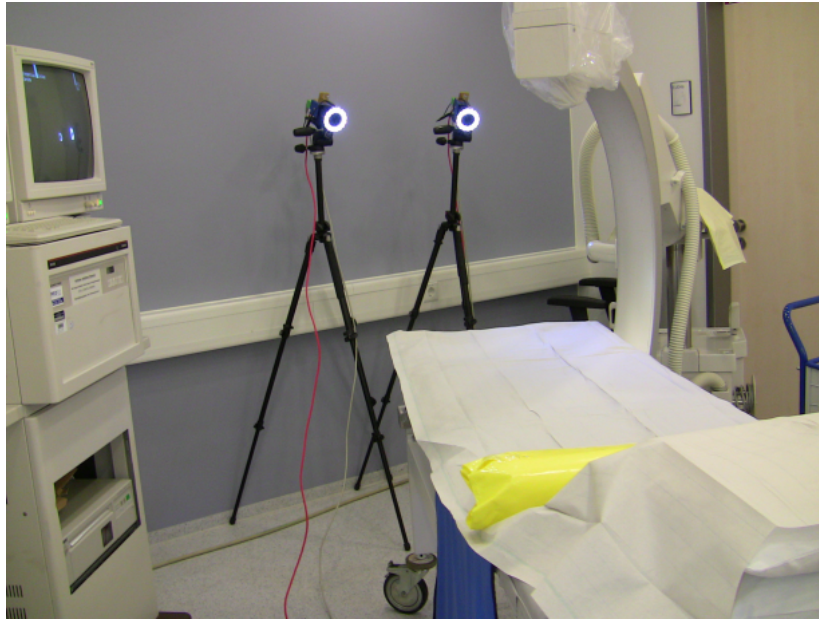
Aufbau der Kameras zur Aufnahme der Therapiedurchführung im Behandlungsraum mit Röntgendurchleuchtungseinrichtung und Patientenliege.
